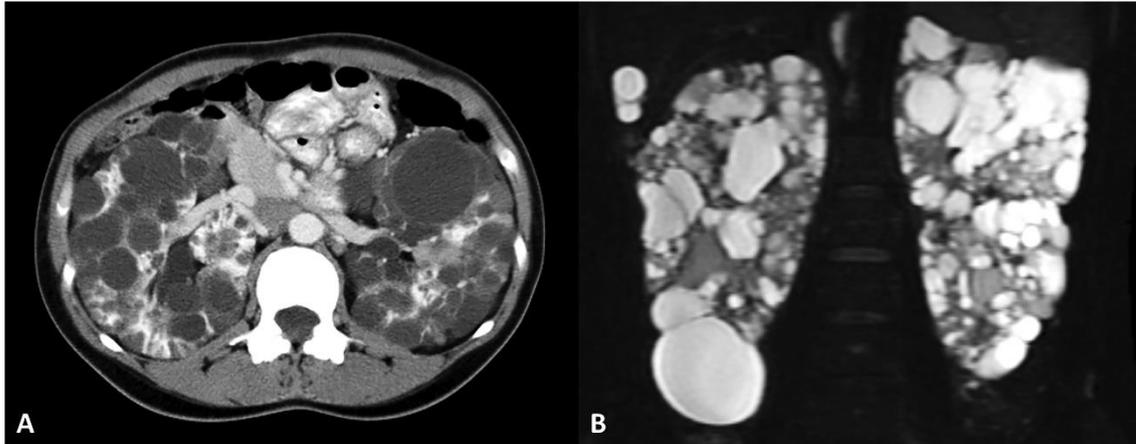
Imagen de TC y RM ⁽⁶⁾. La imagen A muestra un TC axial con contraste. En cambio, la imagen B es una RM axial potenciada en T2. Ambas pruebas pertenecen a mujer de 39 años y se puede apreciar la afectación múltiple y bilateral con quistes de variable tamaño.
